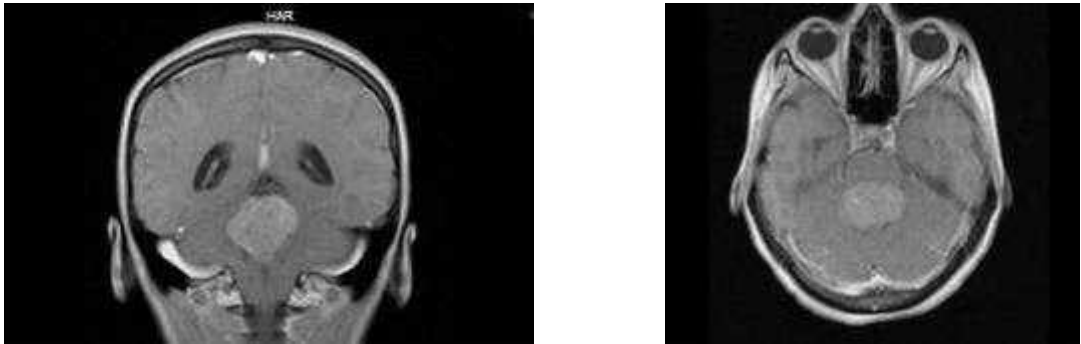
МРТ. МБ округлої форми, з чіткими контурами.
